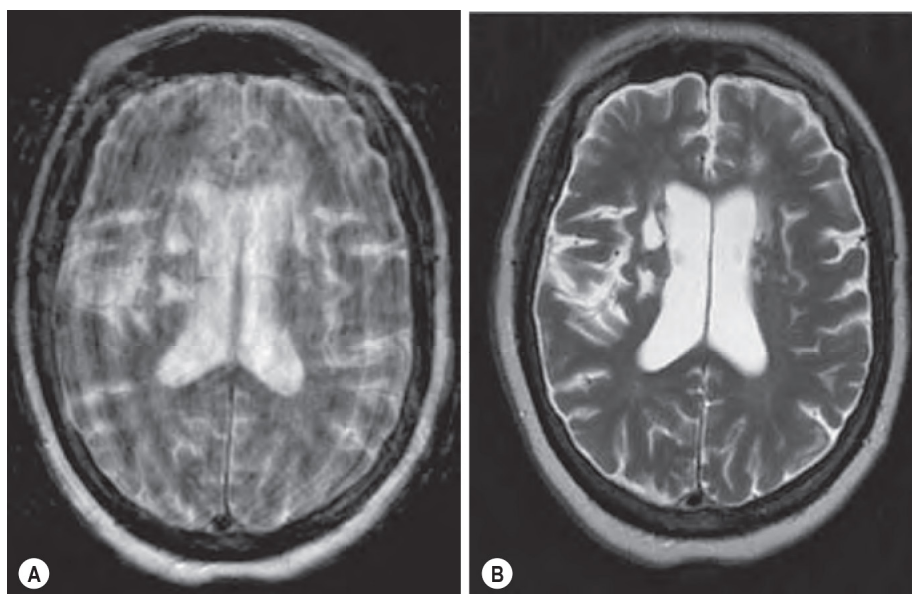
A 78-Year-Old Woman With Multifocal Chronic Deep White Matter Infarcts. (A) Axial T2 weighted fast spin-echo (FSE) magnetic resonance image acquired using conventional sequence is severely degraded by motion artefact. (B) Axial T2 weighted FSE acquired with motion correction (Periodically Rotated Overlapping Parallel Lines with Enhanced Reconstruction [PROPELLER]) during the same examination shows correction of any patient motion and marked improvement in image quality.
